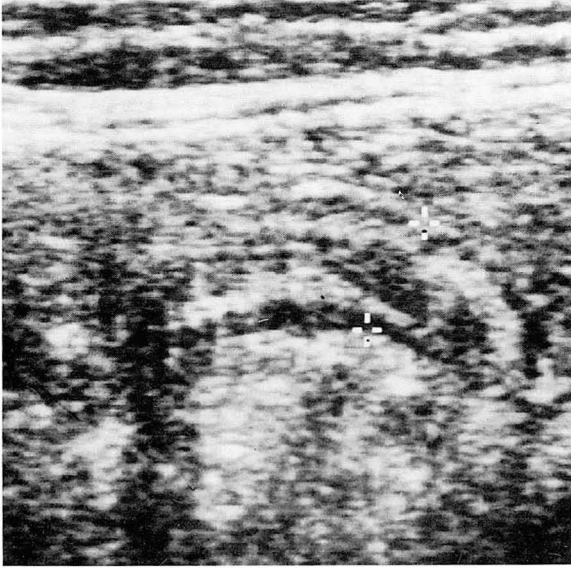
Longitudinal sonogram of a inflamed appendix, appearing as decompressed, thick-walled appendix (+).
